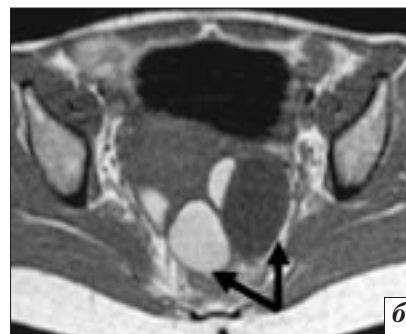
Большие эндометриомы: *а* – на T2-взвешенных аксиальных томограммах в яичниках визуализируются большие кисты с неоднородным, преимущественно гипоинтенсивным, геморрагическим содержимым (стрелки); *б* – на бесконтрастных аксиальных T1-ВИ в эндометриоидных кистах определяется гиперинтенсивное геморрагическое содержимое (стрелки).
